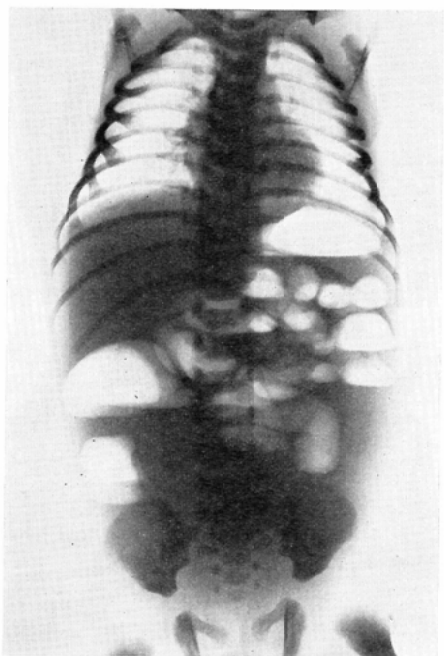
Neonatal intestinal atresia, 2-day-old male baby; plain film in upright position
